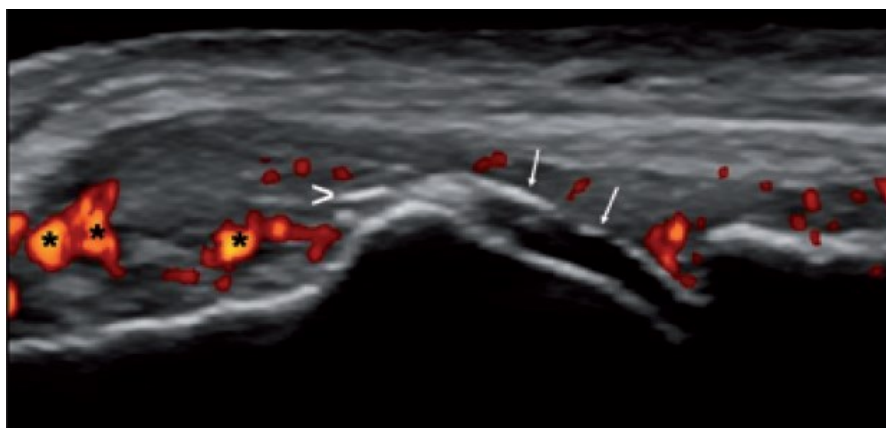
segno del "doppio contorno", ipertrofia sinoviale power Doppler positiva.
